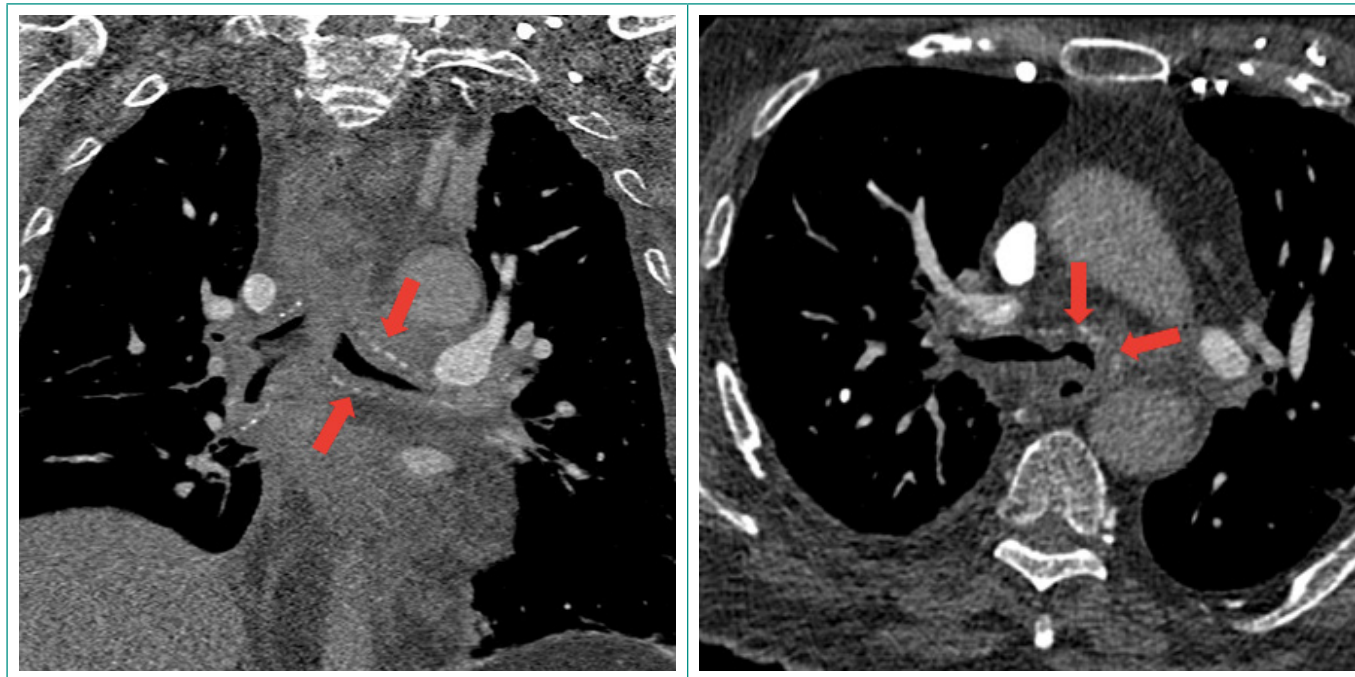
Tomografía computarizada del tórax. Marcado engrosamiento traqueal difuso y en bronquios principales.
